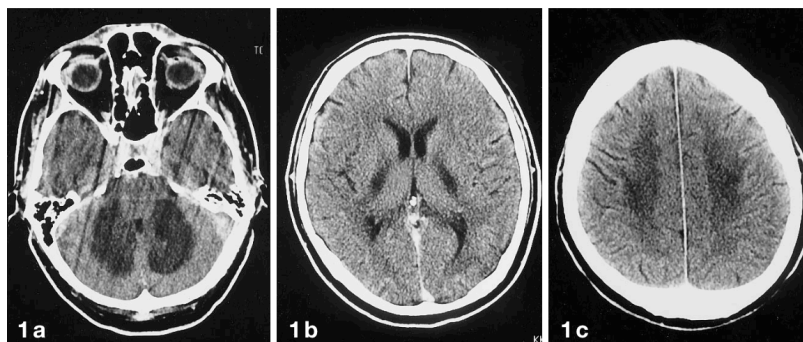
Tomografia computacional de contraste do cérebro de um paciente com leucoencefalopatia espongiiforme após abuso de heroína inalada. Adaptado de (Weber et al., 1998)
